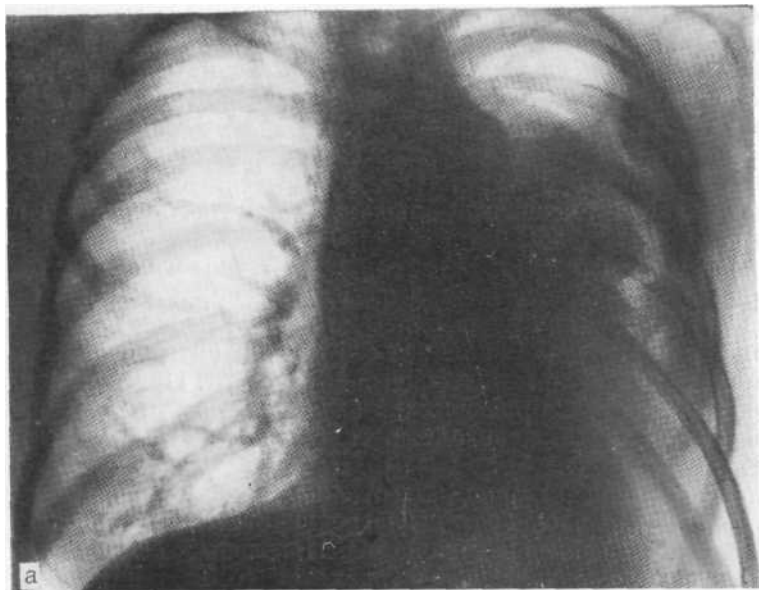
Обзорная рентгенограмма (а): пристеночно расположенное затемнение в виде множества узлов, часть из которых примыкает к срединной тени. На рентгенограмме в боковой проекции (б) видно, что узлы расположены у передней и задней поверхностей грудной стенки. На латерограмме (в) в положении больного на здоровом боку отчетливо выявляется симптом «кулис», обусловленный множеством пристеночно расположенных узлов. Мезотелиома. Пункция.
